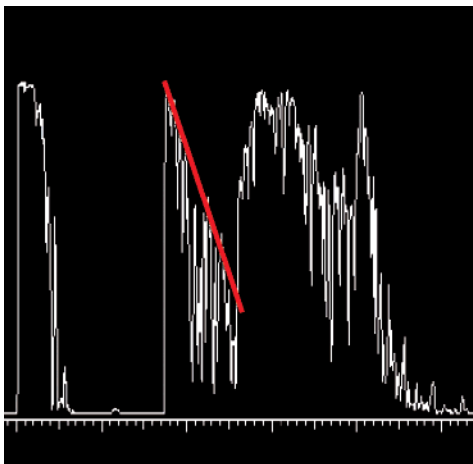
Ecografía en modo A estandarizado, donde se detecta un ángulo kappa en el interior de la masa intraocular (línea roja).
